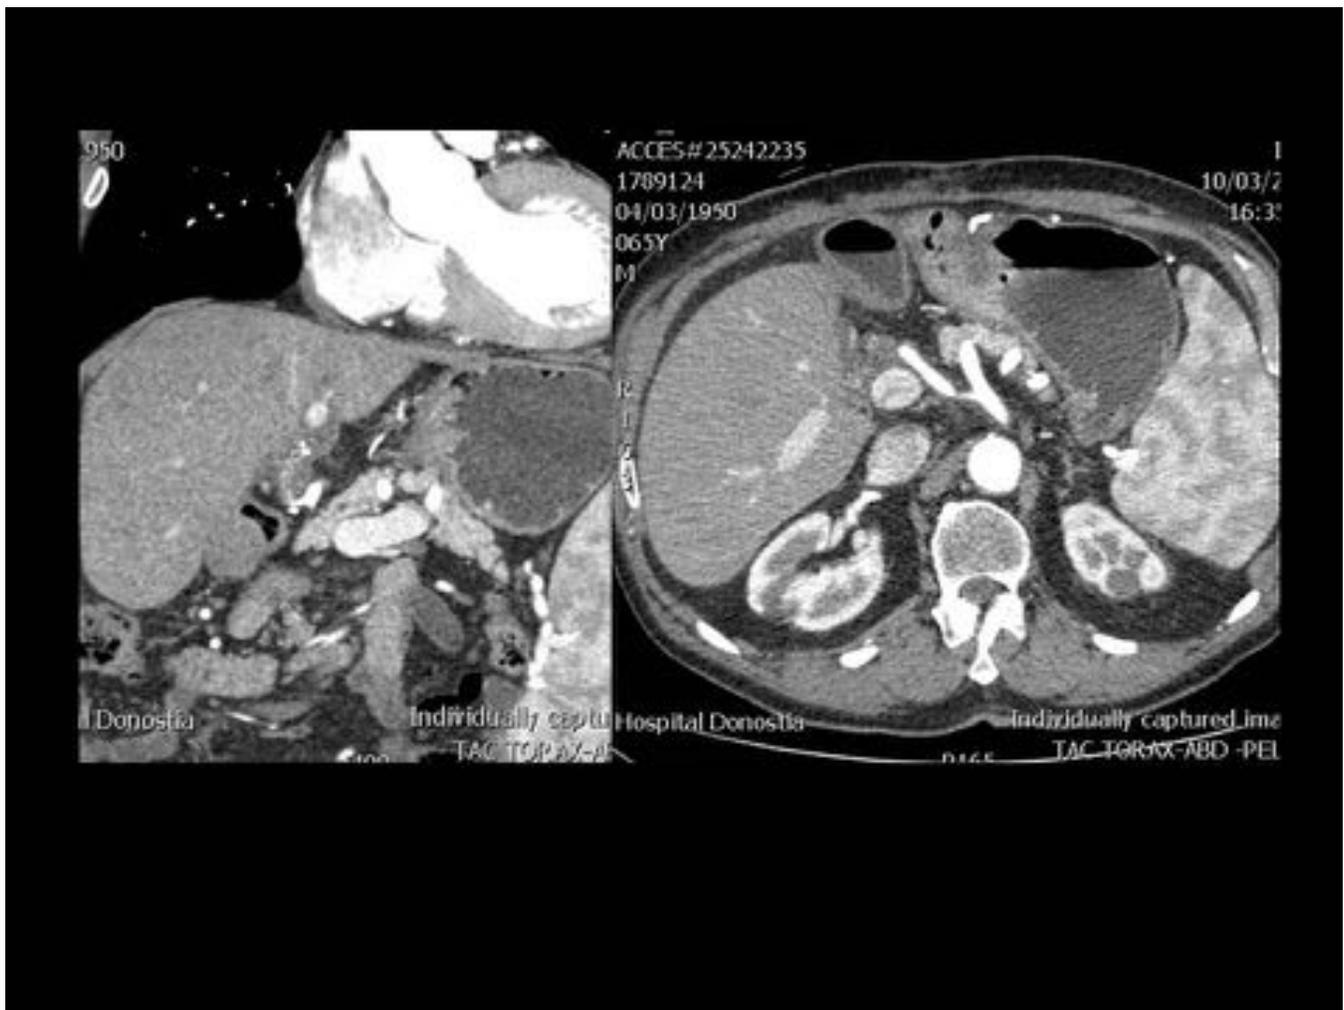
Trasplante hepático hace 6 meses. Angio-TC: oclusión completa de la arteria hepática, desde la región proximal del stent.
